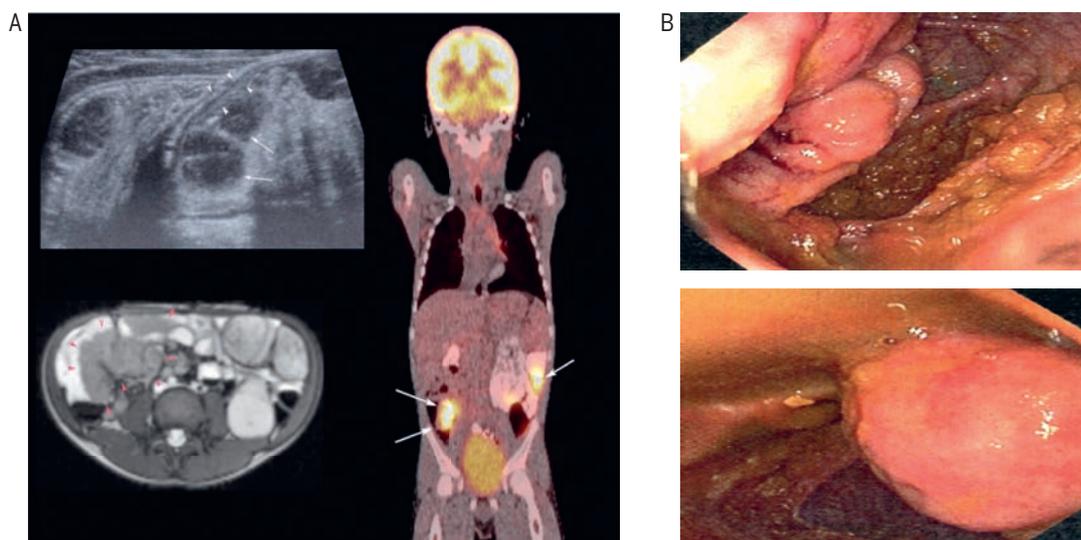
Abbildung A zeigt die polypösen, die Darmwand (hier Caecumwand) infiltrierenden intraabdominellen Tumoren und die hypertrophen Lymphknoten. Alle diese Elemente sind im PET/CT hoch metabolisch. Abbildung B zeigt den infiltrierenden Charakter im Inneren des Darmlumens dieser Polypen von eindrucklicher Größe. (Copyright permission received from J Pediatr Hematol Oncol)³⁴.
